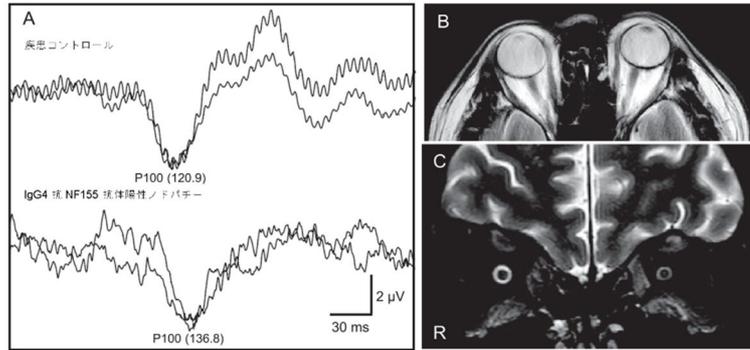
視覚誘発電位(右眼刺激、視角15分)とMRI(文献4より作成)
